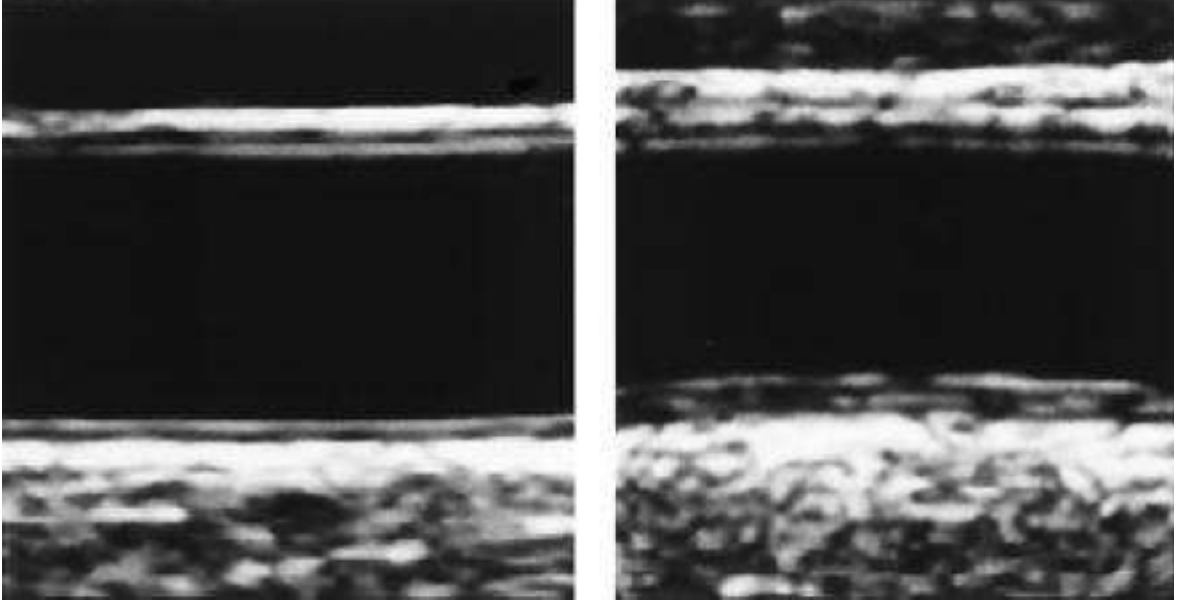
Ön (yakın) ve arka (uzak) duvarın ultrasonografik görünümü
